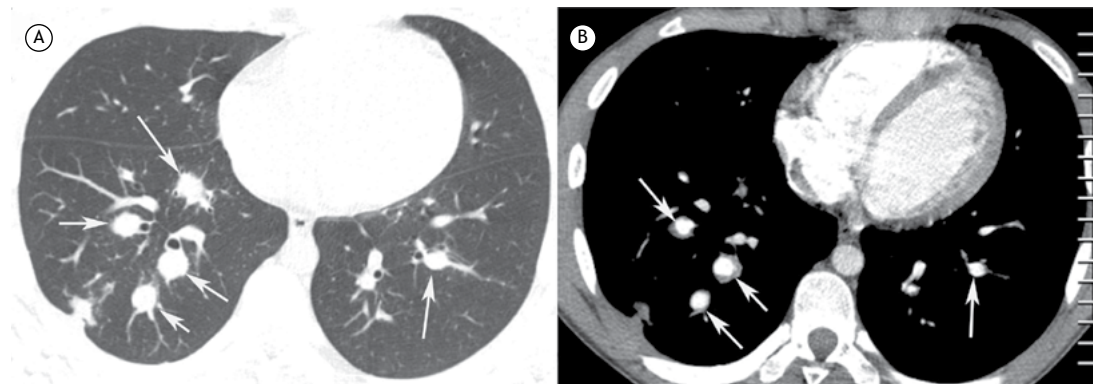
Em A, TC de tórax com janela para pulmão, sem administração de meio de contraste, mostrando múltiplos nódulos (setas) nos lobos inferiores, adjacentes aos brônquios. Em B, após a administração de meio de contraste iodado, observa-se opacificação dos nódulos pelo contraste (setas), caracterizando o aspecto de aneurismas de artérias pulmonares.
